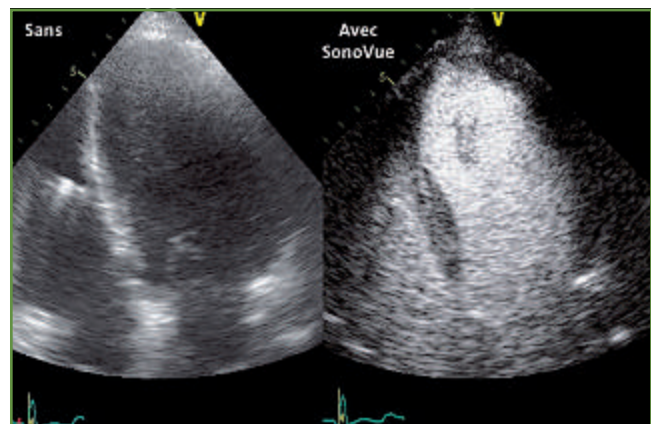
Exemple d'opacification du ventricule gauche par un produit de contraste ultrasonore (SonoVue) pour en améliorer la visualisation des contours endocardiques.
